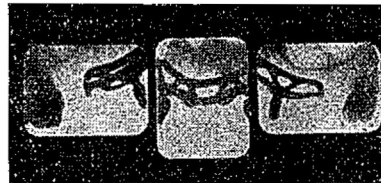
b— Radiografías tomadas a los 7 meses, donde no se constata reacción morbose alguna.
